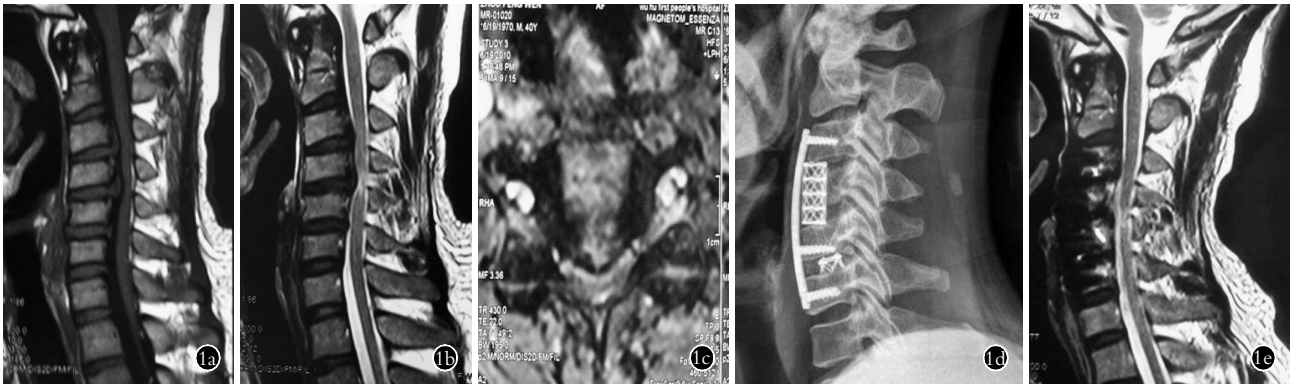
患者,男,40岁,脊髓型颈椎病 1a. 术前 MRI T1 相显示 C_{3,4},C_{4,5} 及 C_{5,6} 椎间盘突出,其中 C_{3,4},C_{4,5} 髓核向上游离至椎体后方,且和 C_{3,4},C_{4,5} 椎间残余髓核等信号 1b. 术前 MRI T2 相显示 C_{3,4},C_{4,5} 及 C_{5,6} 椎间盘突出,为稍高信号,且硬膜囊受压闭塞,脑脊液信号中断,C_{4,5} 水平髓内高信号 1c. 术前 MRI 轴位提示巨大髓核后中央突出,脊髓严重受压 1d. 行前路 C₄ 椎体开槽切骨后纵韧带切除及 C_{5,6} 椎间盘突出减压内固定术后 X 线片 1e,1f. 术后复查 MRI 提示减压彻底,无髓核残余遗留,脑脊液信号无中断,硬膜囊无受压 1g. 术中 C₄ 椎体开槽减压图,显示后纵韧带完整切除后硬膜囊膨隆
